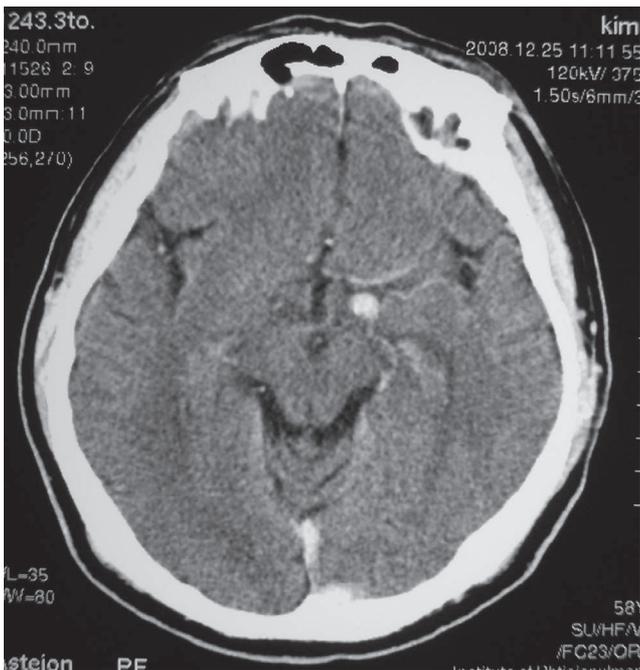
КТ головного мозга пациента К. от 25.12.08 г. после введения контраста
